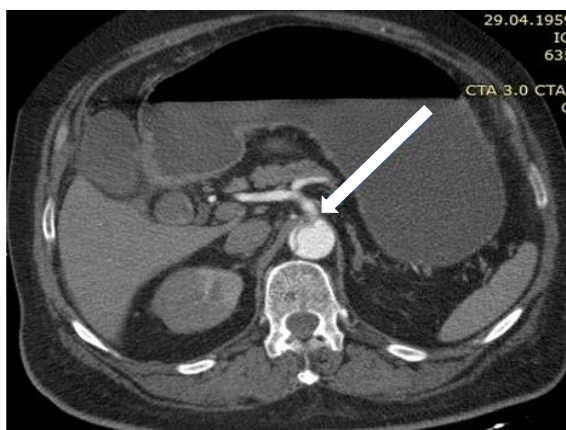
Компьютерная томография с контрастным усилением в аксиальной проекции. На срезе представлена смешанная обструкция чревного ствола с преобладанием статического компонента (отмечена стрелкой).
